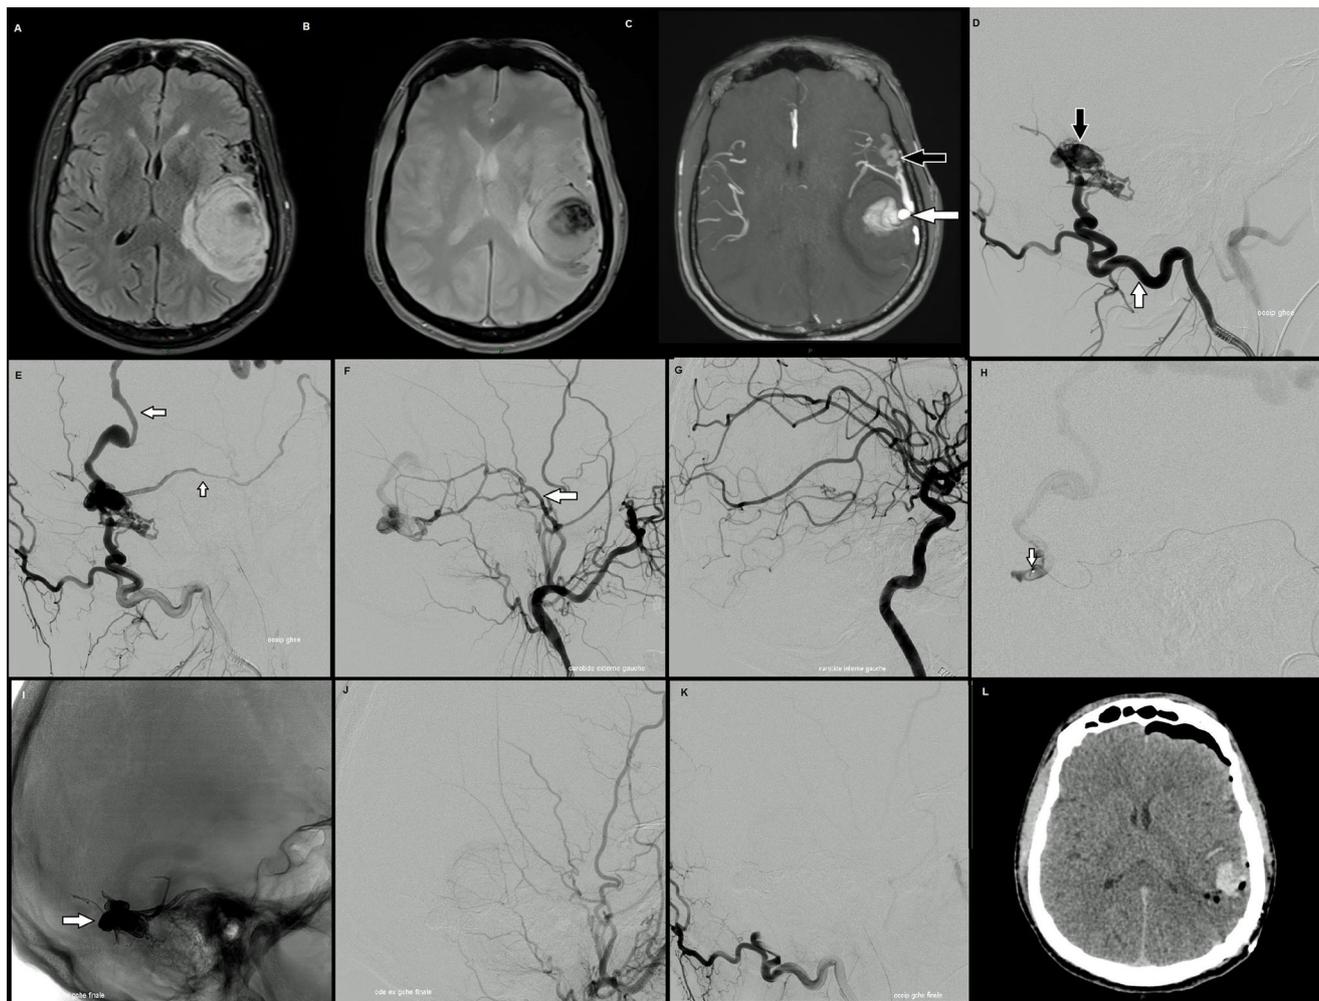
Hématome lobaire secondaire à une fistule dure intracrânienne IV. A-B-C : IRM cérébrale en coupes axiales en séquences FLAIR (A) et T2* (B) montrant l'hématome lobaire pariétal gauche avec effet de masse sur les ventricules latéraux. La séquence 3DTFO (C) retrouve une artérialisation des veines cérébrales (flèche noire) et l'ectasie veineuse responsable de l'hémorragie (flèche blanche). D-E-F-G : artériographie cérébrale préembolisation montrant le retour veineux précoce (D à F) avec l'artère occipitale (D, flèche blanche) et l'artère méningée moyenne (F, flèche blanche) en communication directe avec une ectasie veineuse (D, flèche noire) avec drainage secondaire dans les veines superficielles (E, flèches blanches). À noter, l'absence d'afférence artérielle issue de la carotide interne (G). H-I-J-K. Traitement par Onyx[®] de la fistule avec l'extrémité distale du microcathéter positionné dans le pied de veine (H, flèche blanche). L'Onyx[®], radio-opaque, a occlus le pied de veine de la fistule et certaines afférences artérielles (I, flèche)
